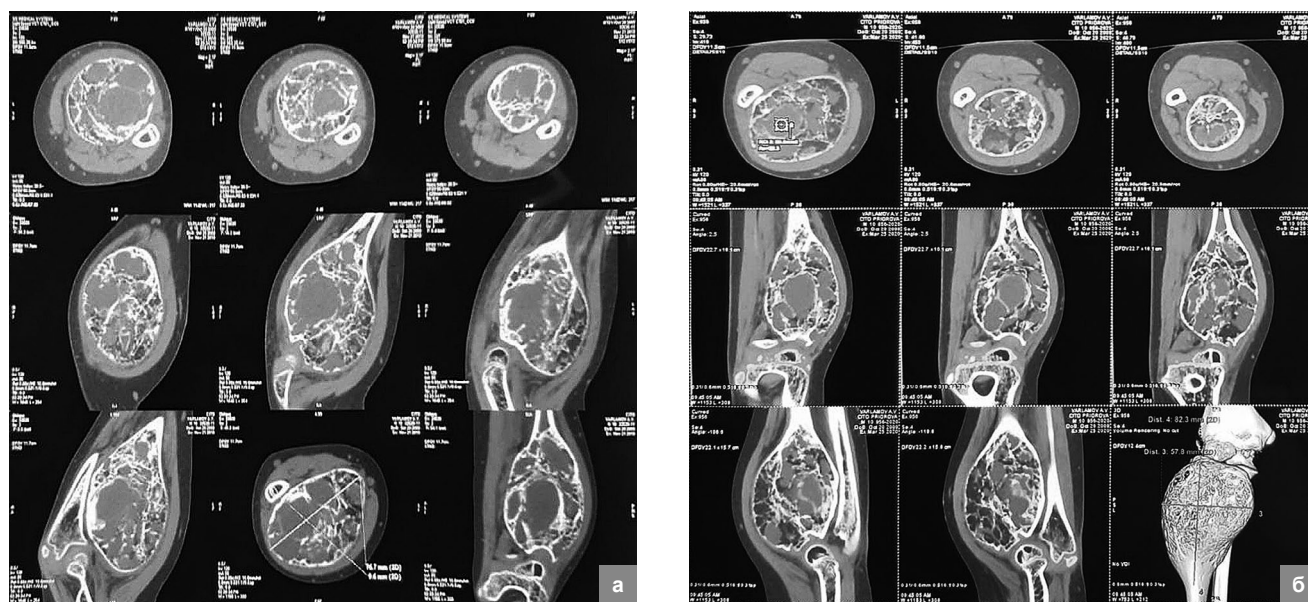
Пациент В., 10 лет. Диагноз – агрессивная аневризмальная киста верхней трети правой лучевой кости: а – КТ до проведения лазерной абляции. По данным КТ определяются крупные кистозные полости с жидкостным содержимым минимальной плотности – 12 единиц Хаундсфилда; б – промежуточный результат лечения через 3 месяца после проведения лазерной абляции. По данным КТ отмечается появление множества костных перегородок и увеличение общей плотности патологического очага до 24 единиц Хаундсфилда
